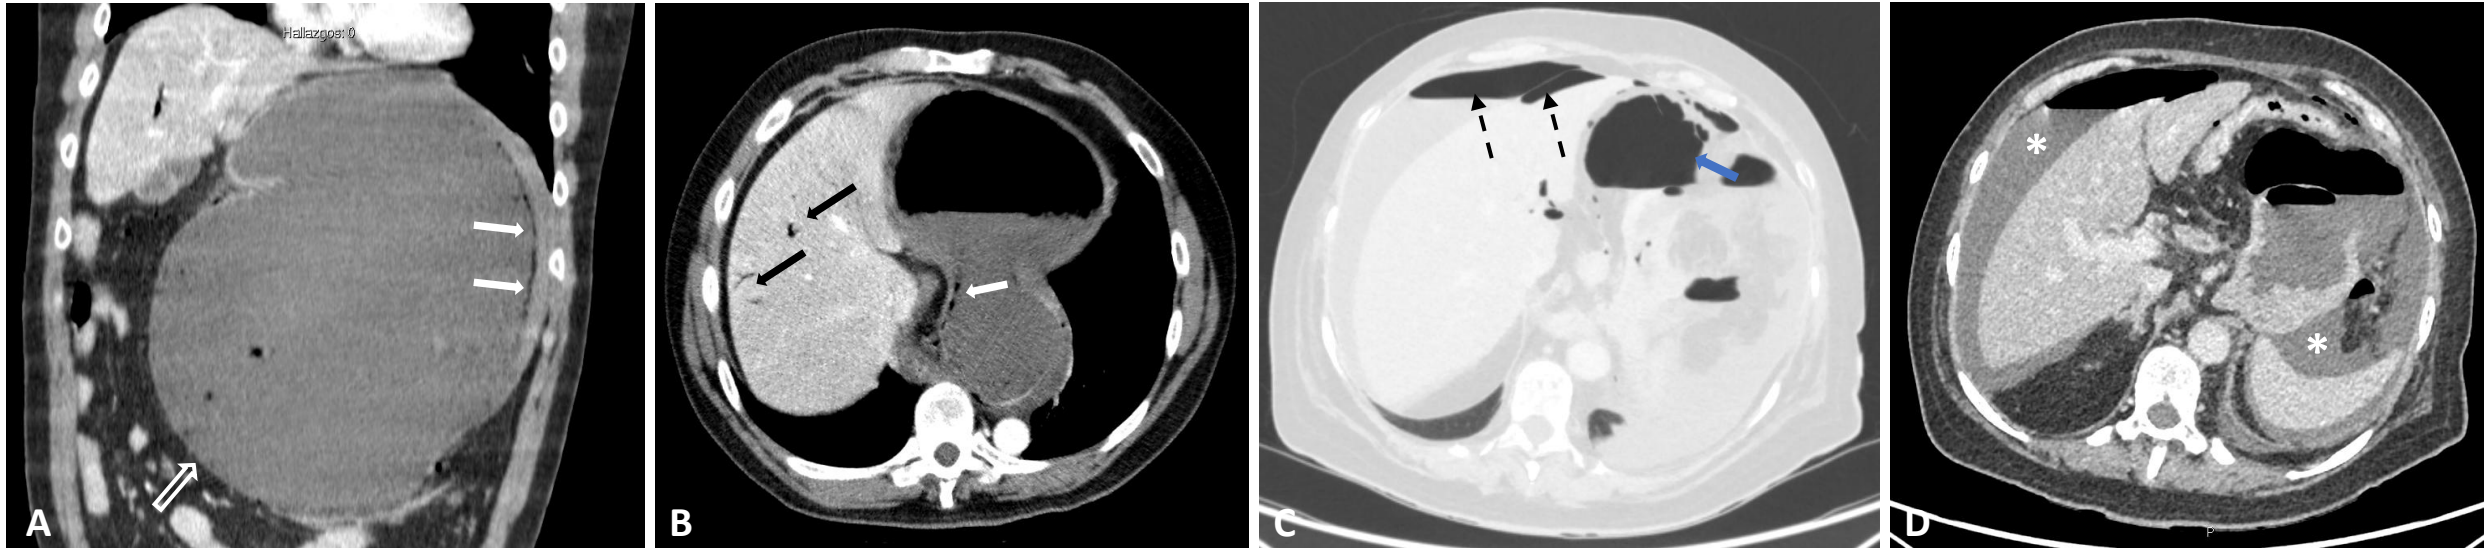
Otros ejemplos de complicaciones en el vólvulo gástrico agudo. A) TC de abdomen con contraste iv. en plano sagital que muestra complicaciones relacionadas con la estrangulación. Neumatosis gástrica (flechas blancas) e hipocaptación parietal del fundus reherniado en el abdomen (flecha vacía). B) TC de abdomen con contraste iv. en plano axial. Neumatosis portal (flechas negras). C, D) TC de abdomen en plano axial en ventana de pulmón (C) y partes blandas con contraste iv. (D), mostrando abundante neumoperitoneo (flechas negras discontinuas) y un gran defecto de continuidad en la pared izquierda del fundus gástrico (flecha azul), compatible con perforación. Considerable ascitis de predominio perihepático y periesplénico (asteriscos).
